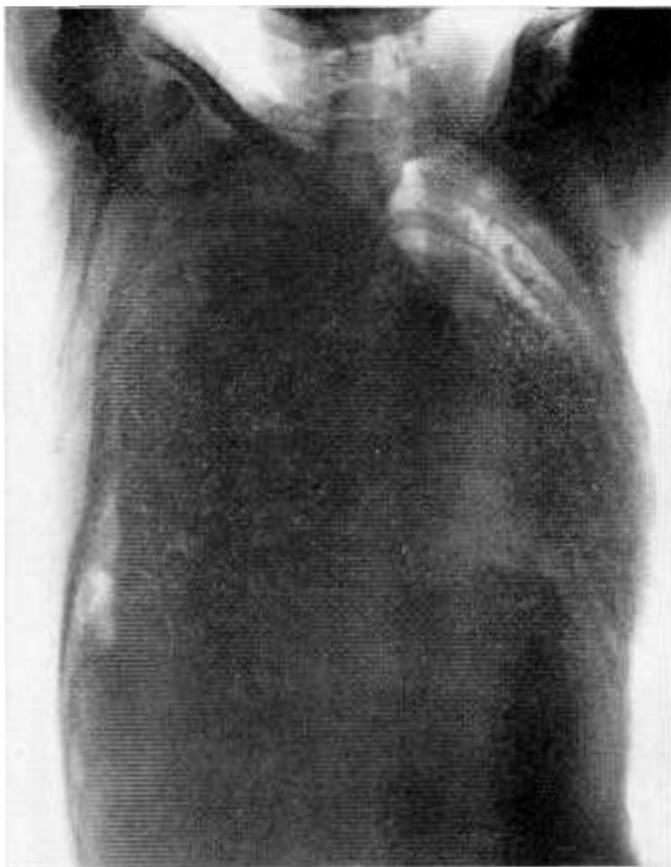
Radiografía en decúbito lateral izquierdo. Derrame libre. Desplazamiento mediastinal considerable.
